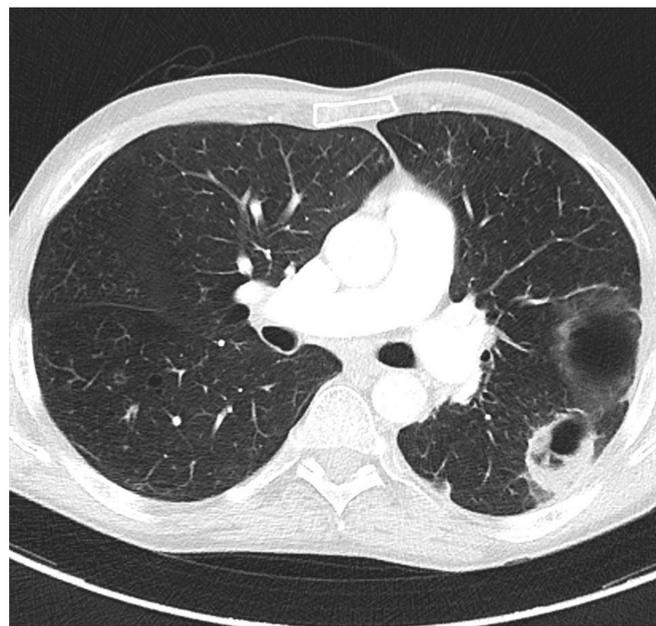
(TC tórax con civ) absceso con forma redondeada.
